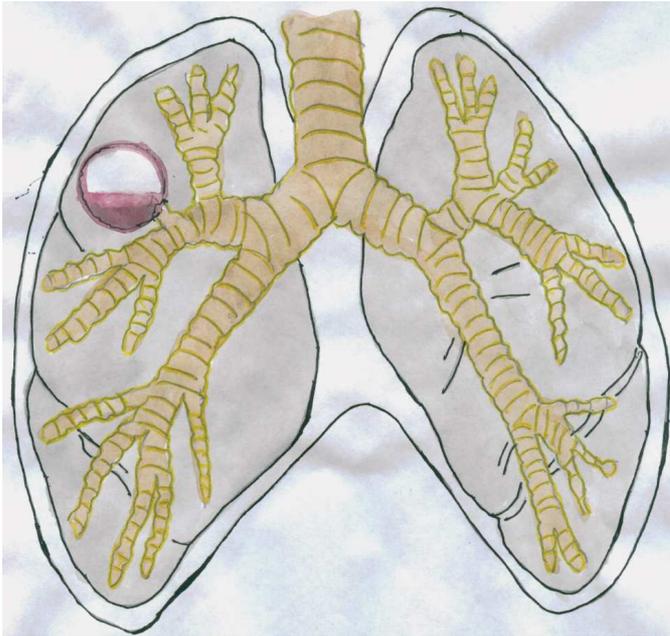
Рентген картина прорыва эхинококковой кисты в бронх, симптом «полумесяца» или «воздушной шапки».
